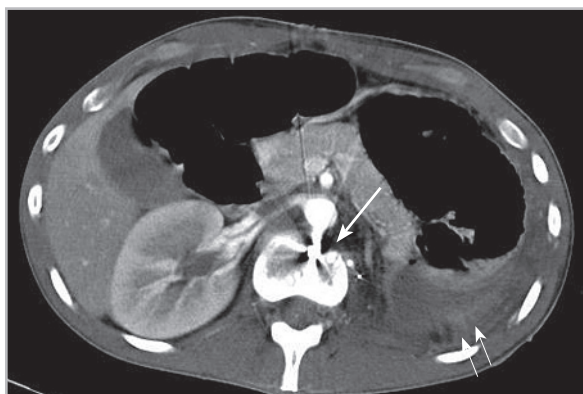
МСК-томограмма при огнестрельном ранении туловища после левосторонней нефрэктомии. В ложе удаленной почки слева визуализируется нагноившаяся гематома (две стрелки). В теле 2-го поясничного позвонка определяется инородное тело (осколок) (стрелка)
